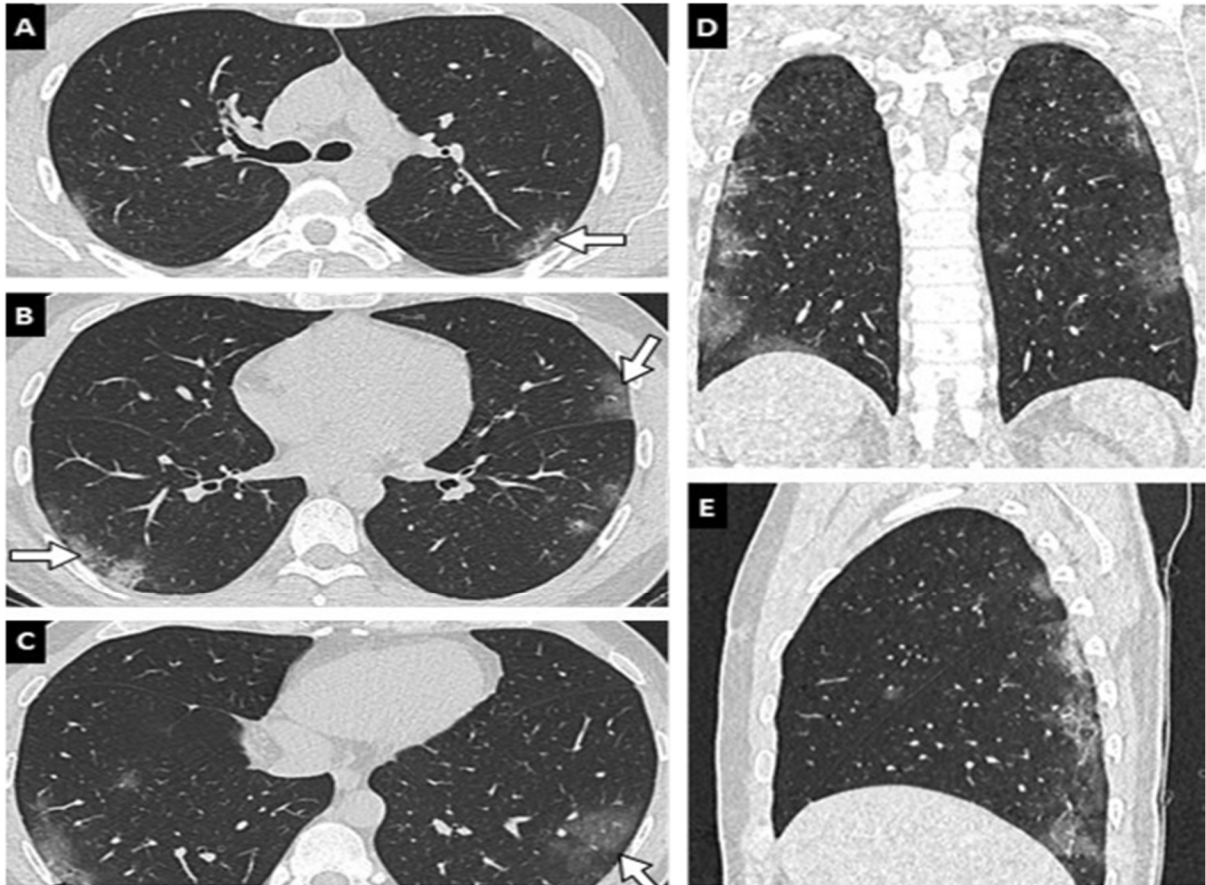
Présentation TDM typique de pneumonie COVID-19 chez un patient âgé de 35 ans. TDM sans injection de produit de contraste en coupes axiales (A, B, C), coronale (D) et sagittale (E). Plages de verre dépoli (flèches) sous-pleurales, bilatérales, prédominant dans les régions postérieures [98].
